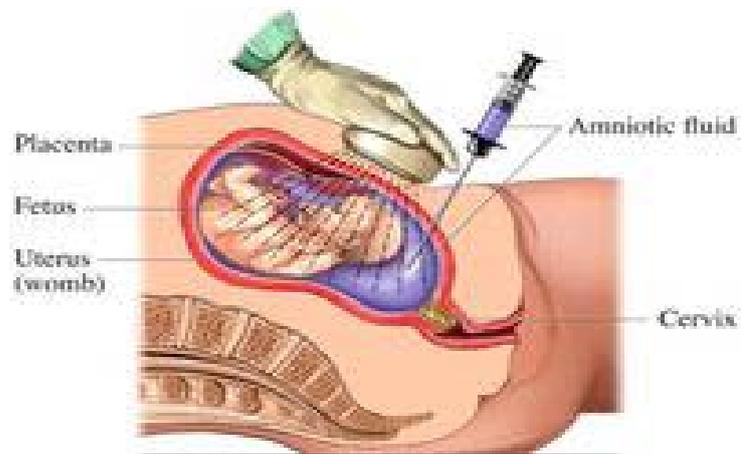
Prélèvement de liquide amniotique par amniocentèse sous guidage échographique
